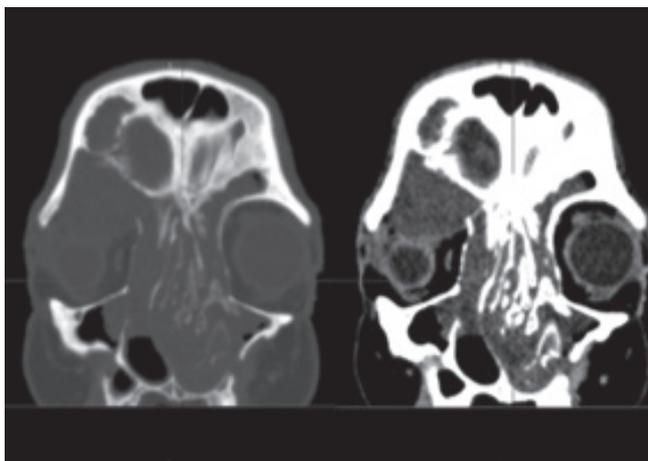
Tomografía de senos paranasales, cortes coronales. A la izquierda, ventana ósea que muestra la ocupación de ambos pasajes nasales, predominantemente el izquierdo con cambios en las paredes laterales, zonas de osteítis en la ubicación de los cornetes inferior, medio y la base del cráneo; a la derecha, ventana de tejido blando donde se observa el defecto del techo de la órbita por la lesión bien definida y contenido ligeramente hipodenso, que desplaza el globo ocular de forma lateral y hacia afuera.
